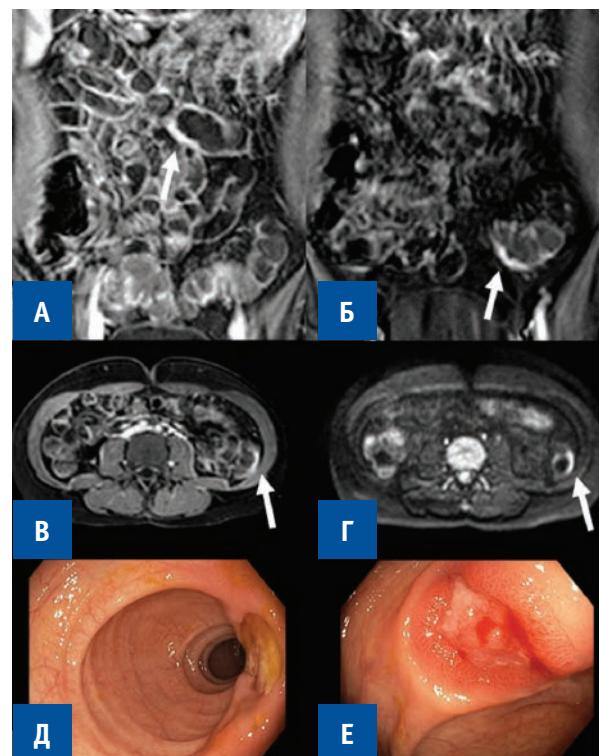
A, Б, В, Г — MR-enterocolonography. Crohn's disease of the colon with the presence of ulcers. MaRIAs index (segmental) = 3. A, Б — coronalscan, T1-WI with intravenous contrast and fat suppression; В — axial projection, T1-WI with intravenous contrast and fat suppression; Г - axial scan, DWI. Local (up to 1.5–2.0 cm) areas of thickening of intestinal wall up to 4 mm with a high accumulation of IV contrast (A,B,В) and limited diffusion (hyperintensive MR signal) (Г) (arrows) are determined. Д, Е — Endophoto. Crohn's disease of the colon, ulcers phase: against the background of an unchanged mucous membrane, a deep stamped ulcer up to 1.2 cm in diameter with slightly hyperemic and hyperplastic edges is determined, the bottom is covered with a coating of fibrin
